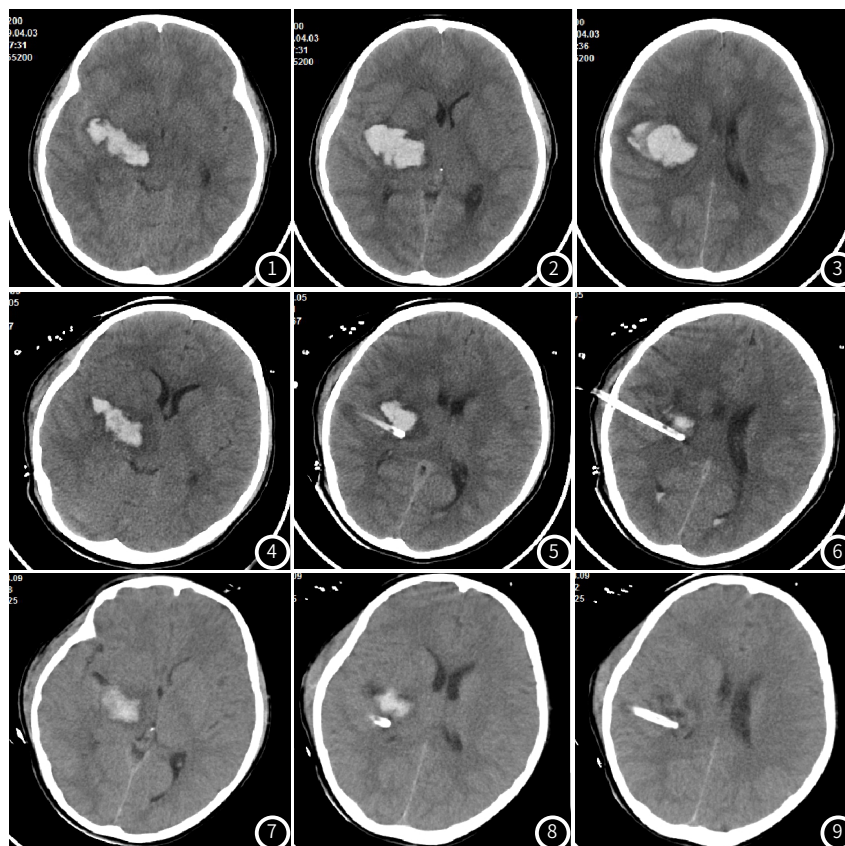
~图9 患者 男，11岁；主诉：突发头痛伴肢体无力5小时余。CT平扫：右侧基底节区及额顶叶见团片状高密度影(图1~图3)，周围见薄层低密度带环绕(图1~图3)；右侧颅脑出血钻孔引流术后，右侧颅内见引流管影(图4~图6)右侧团块样高密度影密度较前减低，范围较前缩小(图4~图6)，周围低密度影较前明显(图4~图6)；术后第4天复出CT示右侧基底节区及丘脑团块状高密度影，范围较前缩小，密度较前降低(图7~图9)。
